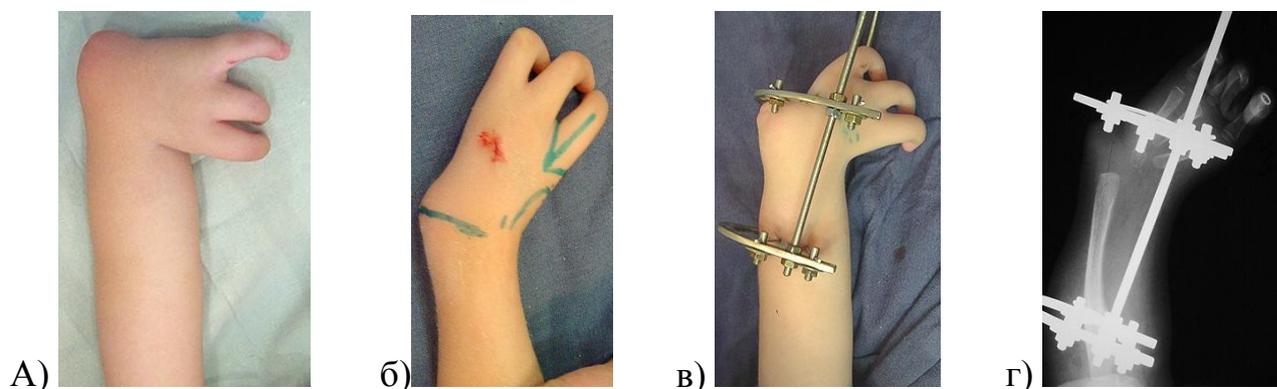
Выведение кисти в нейтральное положение методом Илизарова у б-ой Ф., 2 года, с левосторонней лучевой косорукостью 4 ст., аплазией 1-2 лучей левой кисти, и/б 3170/С2006: а, б – предплечье и кисть до и после коррекции; в, г – внешний вид и рентгенограмма предплечья и кисти на этапе выведения.
